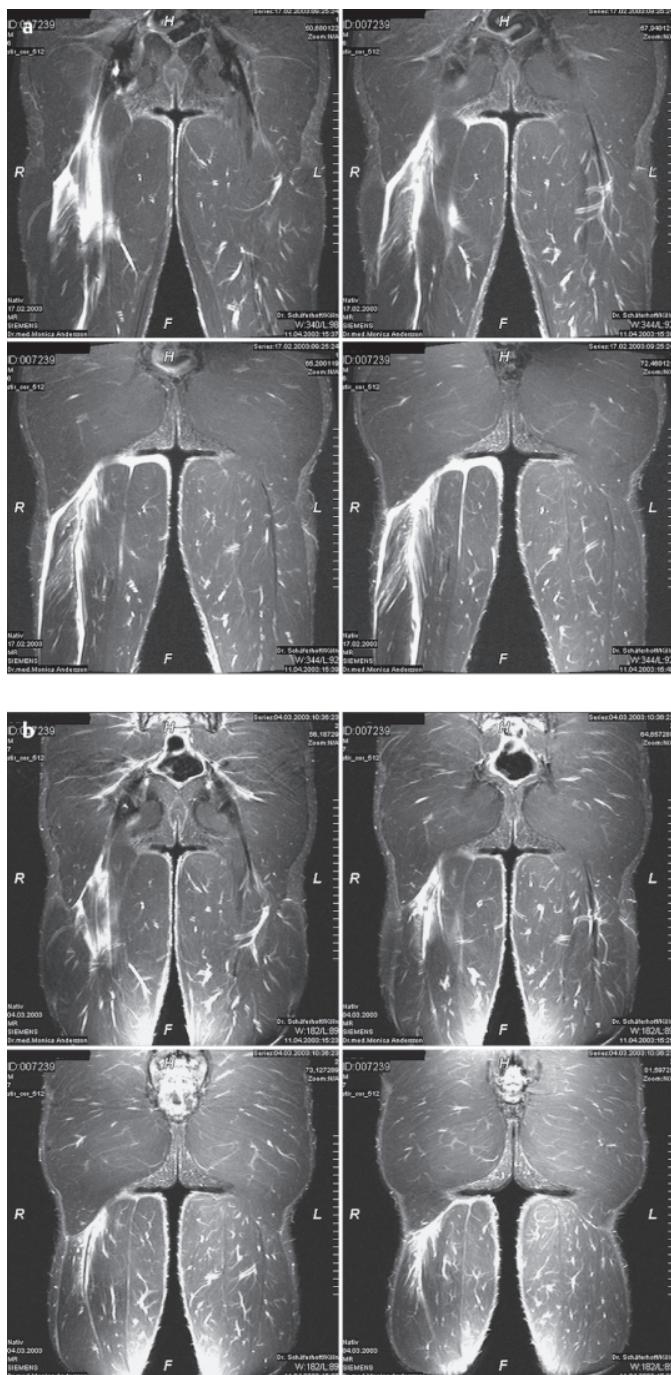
а и б Снимки МРТ пациента, получавшего лечение Actovegin/Traumeel в контрольной группе.
